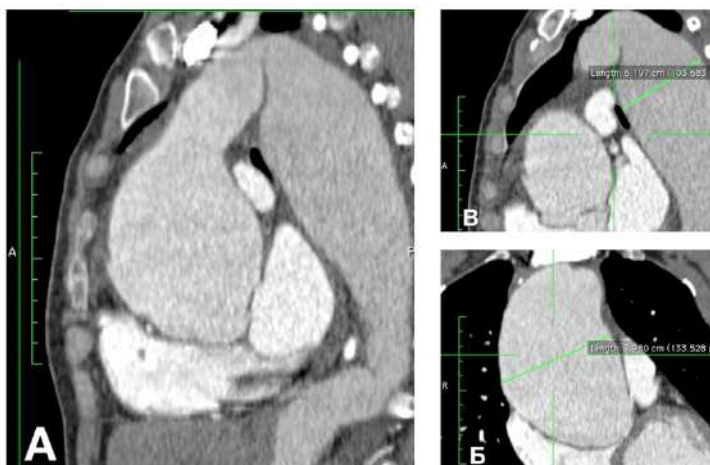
Мультифокальная аневризма грудной аорты (А – МСКТ-ангиография пациента с мультифокальной аневризмой грудной аорты; указаны максимальные диаметры аневризм восходящего (Б) и нисходящего грудного (В) отделов аорты).
